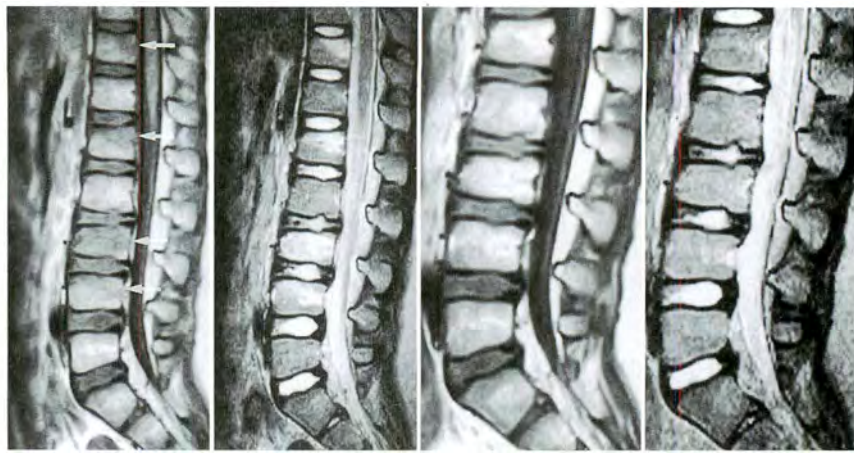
Sagittal MR images of Case 1 at initial presentation(a, b) and at three months after injury(c, d). T 1-weighted images(a, c) and T 2-weighted images(b, d). White arrows indicate the areas of low signal intensity in the T 1-weighted images in the entire third lumbar vertebral body and the upper part of the 11th thoracic, the first lumbar, and the fourth lumbar vertebral bodies
